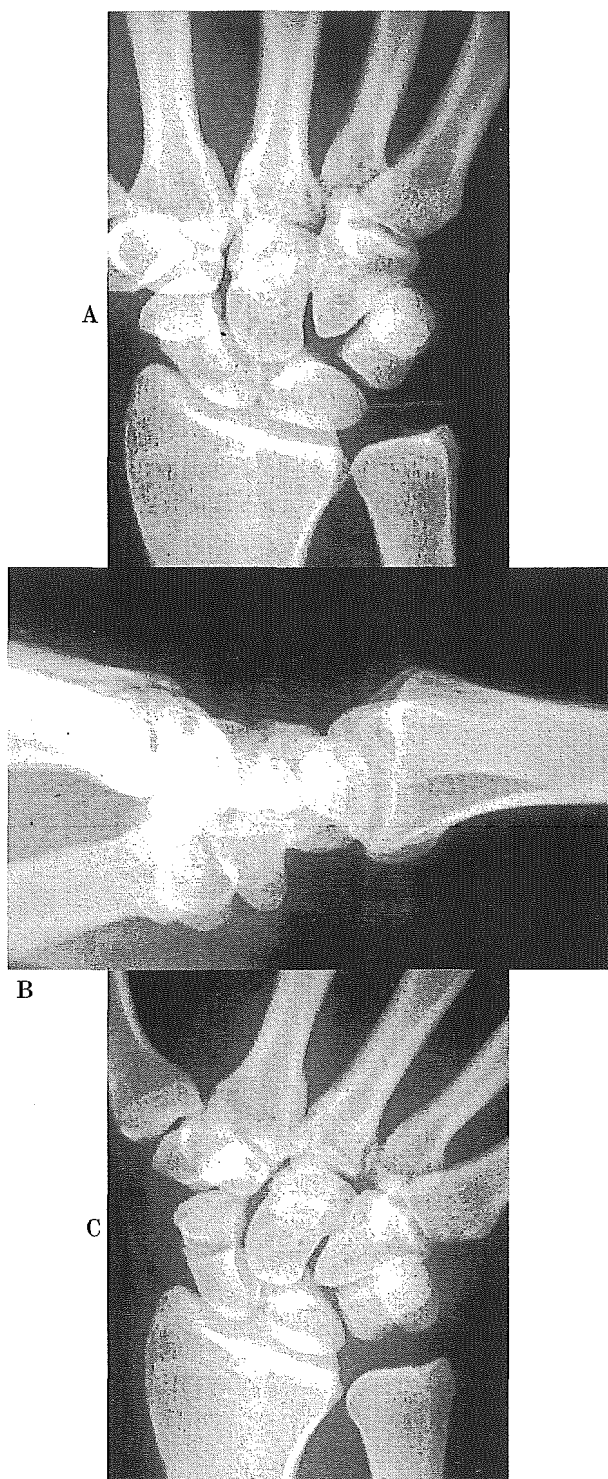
23歳男性, 右舟状骨骨折, 受傷後3日目. (A) 単純X線正面写真. 舟状骨の骨折線が明らかではない. (B) 単純X線側面写真. 正面像と同様に骨折線は明らかではない. (C) 舟状骨撮影写真. 舟状骨中央部の骨折線が明らかである.
